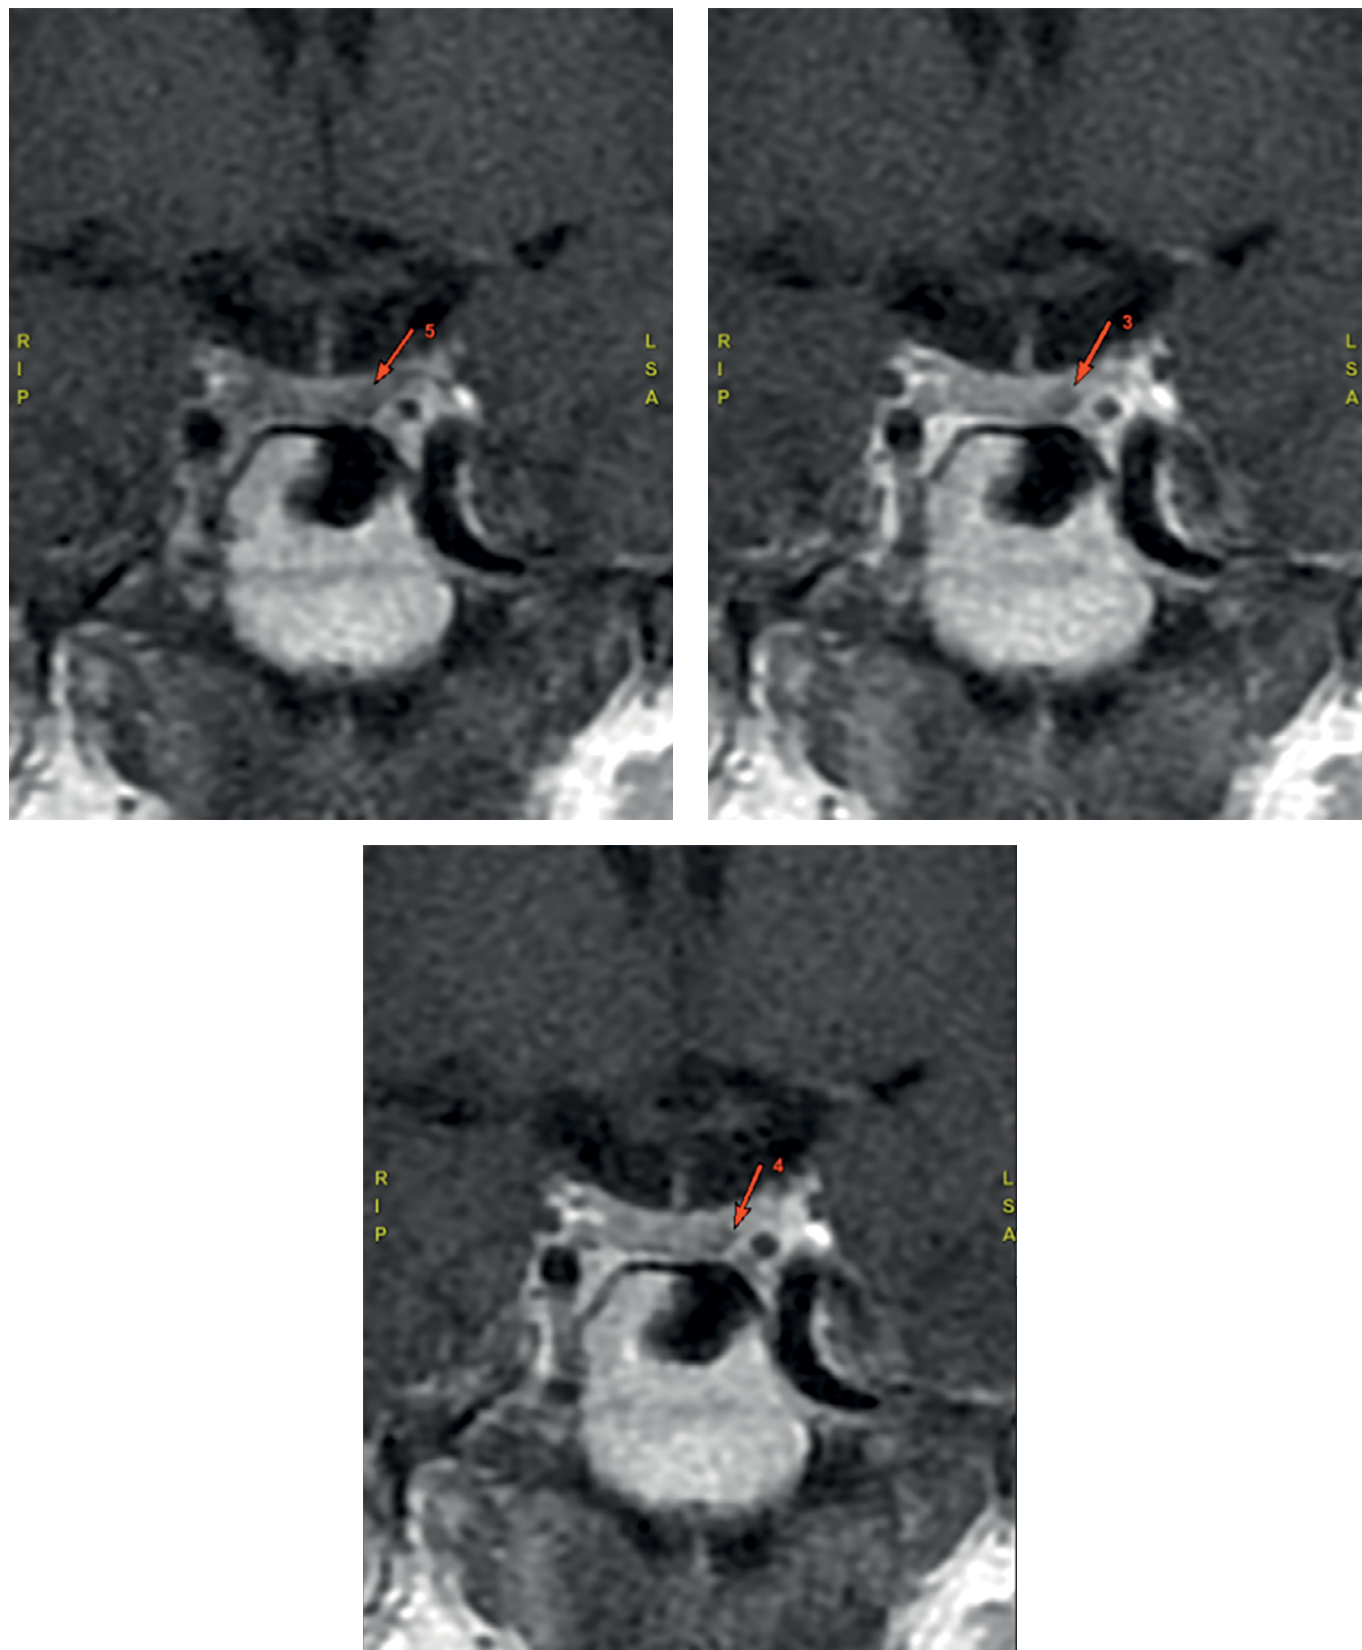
Магнитно-резонансная томография гипофиза — стрелками указана микроаденома задней части аденогипофиза.
